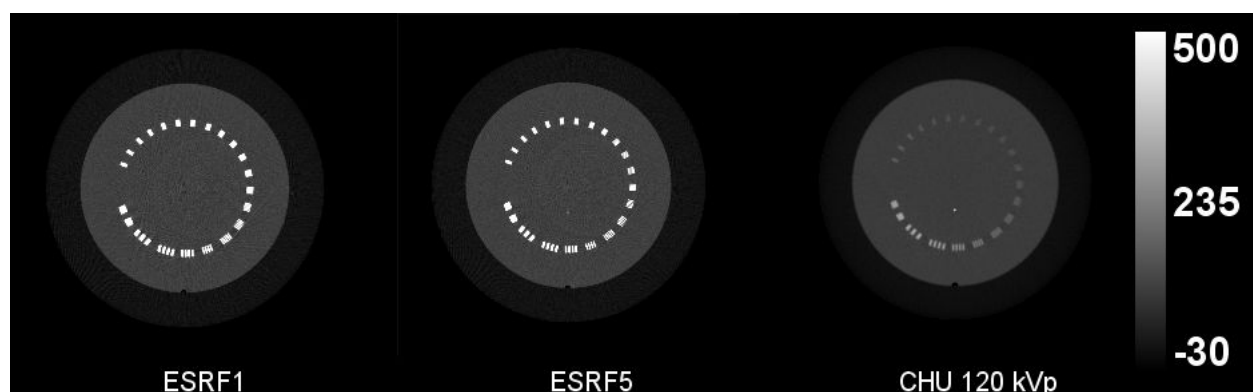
Trois coupes CT axiales montrant les mires de résolution du fantôme Catphan[®] pour les trois acquisitions $ESRF_1$, $ESRF_5$ et CHU_{120kVp} . L'échelle de contraste des trois images est la même.
